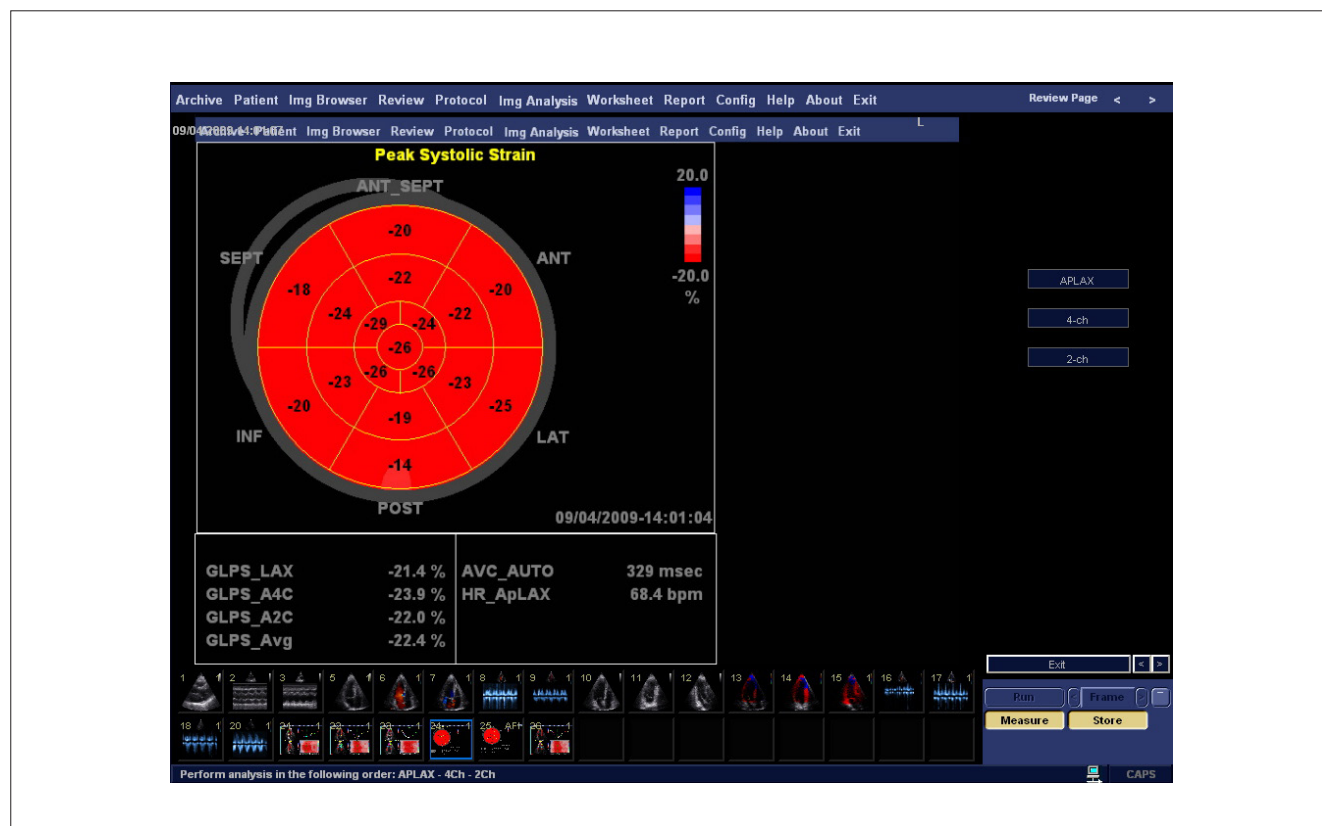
Mapa em Bull's Eye dos valores de strain obtidos pela ecocardiografia com *speckle tracking* com o programa EchoPAC (GE Healthcare Technologies Ultrasound).
